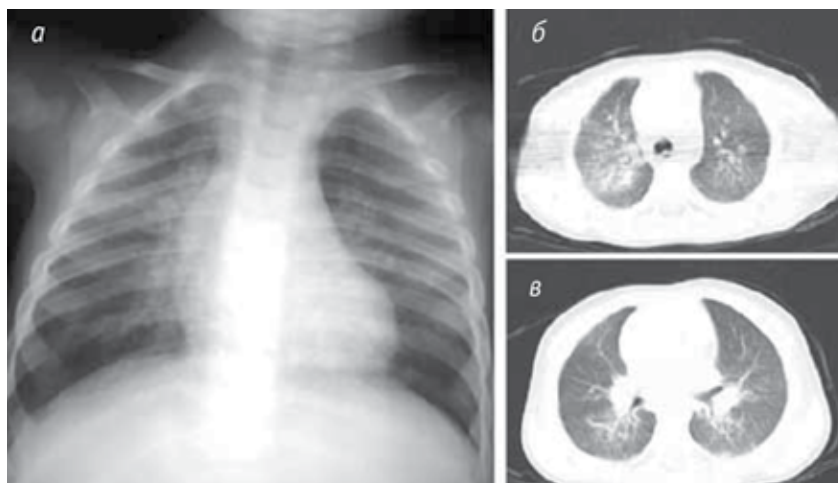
Рентгенограммы органов грудной клетки
